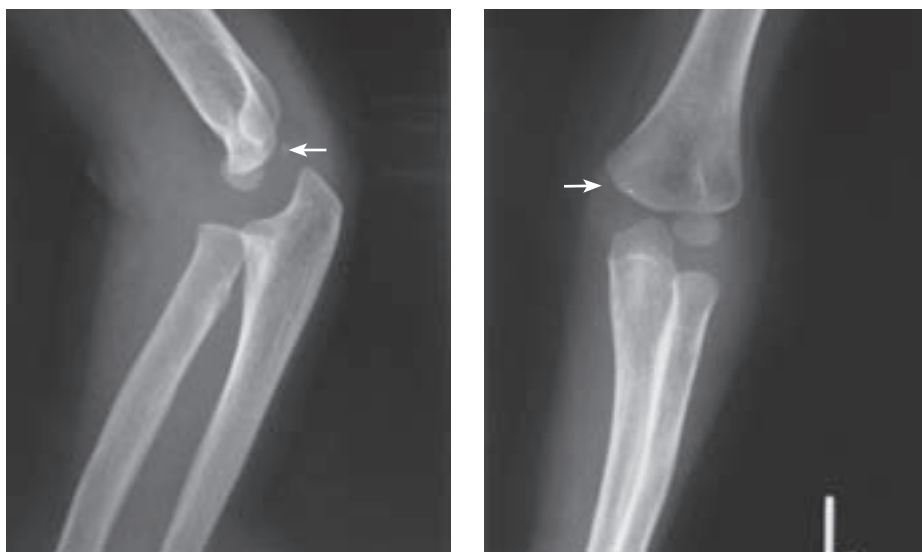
RTG snimka desnog lakta prikazuje osifikacijsku jezgru unutarnjeg epikondila nadlaktične kosti (strjelica), bez naznake osifikacije glave palčane kosti. Nema znakova koštane traume.
